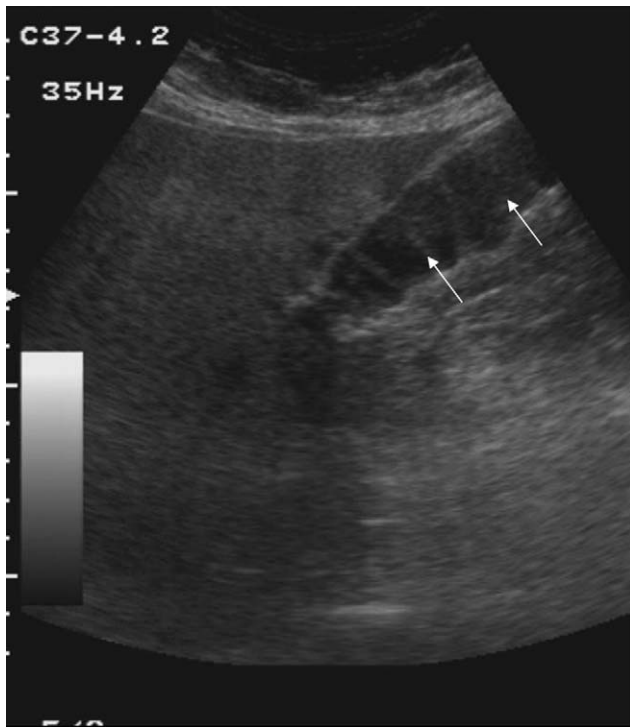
Ecografía abdominal. Vesícula multiseptada. Se observa una vesícula biliar de tamaño normal, pared fina y lobulada, que contiene múltiples líneas hiperecogénicas (flechas) que cruzan la luz vesicular dividiendo a la vesícula en múltiples compartimentos.
